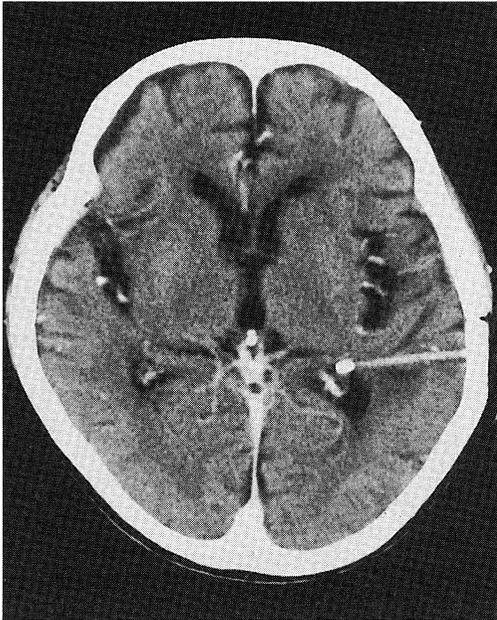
The Brain CT scan (Feb 16, 1996) after the Drainage
